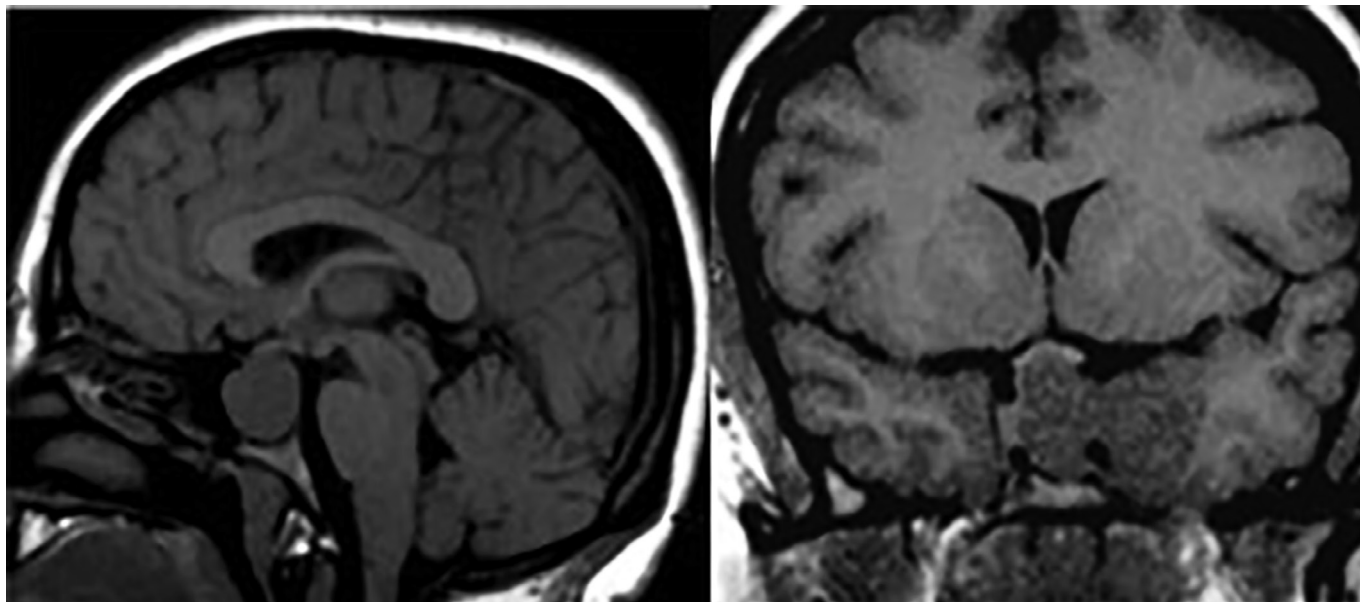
Эндо-супра-инфра-латероселлярная соматотропинома. На сагиттальных (А) и фронтальных (Б) МР-томограммах в T1-взвешенном режиме выявляется гипоинтенсивная опухоль с ростом в пазуху клиновидной кости, супраселлярно с компрессией хиазмы зрительных нервов, латероселлярно — в левый кавернозный синус с обрастанием сифона ВСА и сдавлением медиальных отделов височной доли.
